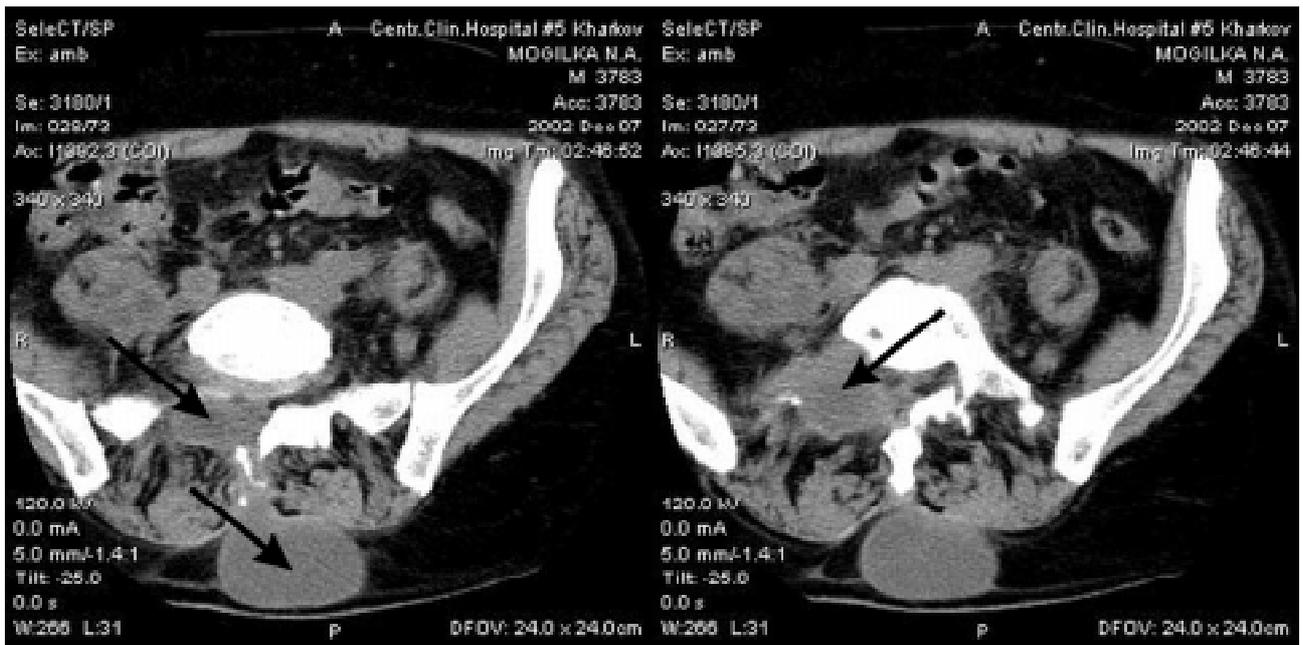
КТ пацієнта М., історія хвороби № 3445. Візуалізація напливного абсцесу при деструкції заднього опорного комплексу сегмента L_5 без поширення зони деструкції на тіло хребця
